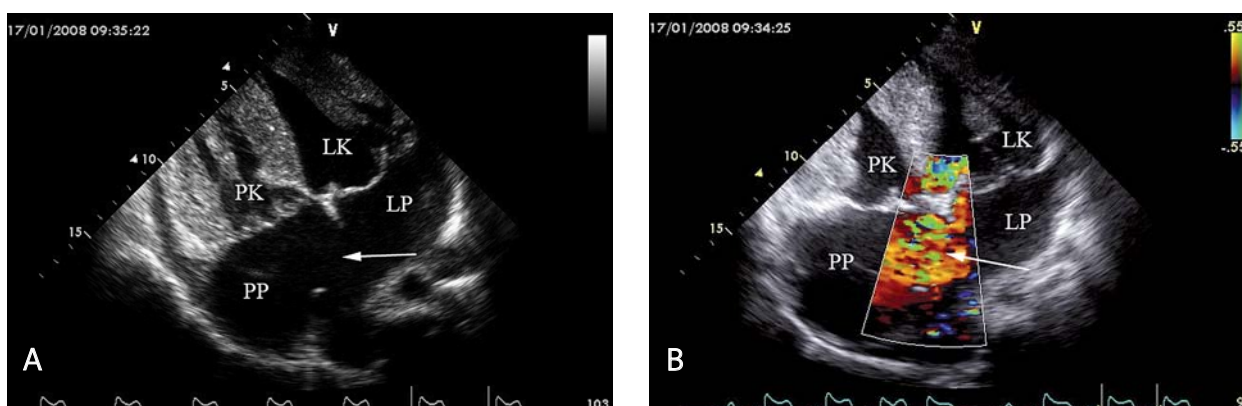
Badanie echokardiograficzne przezklatkowe. Projektcja przymostkowa w osi długiej. A. Widoczne przełożenie wielkich naczyń z d-pozycją aorty. Duży ubytek przegrody międzykomorowej (strzałka). B. Obrazowanie metodą doplera znakowanego kolorem przecieku prawo-lewego w czasie skurczu komór (strzałka) przez ubytek przegrody międzykomorowej
